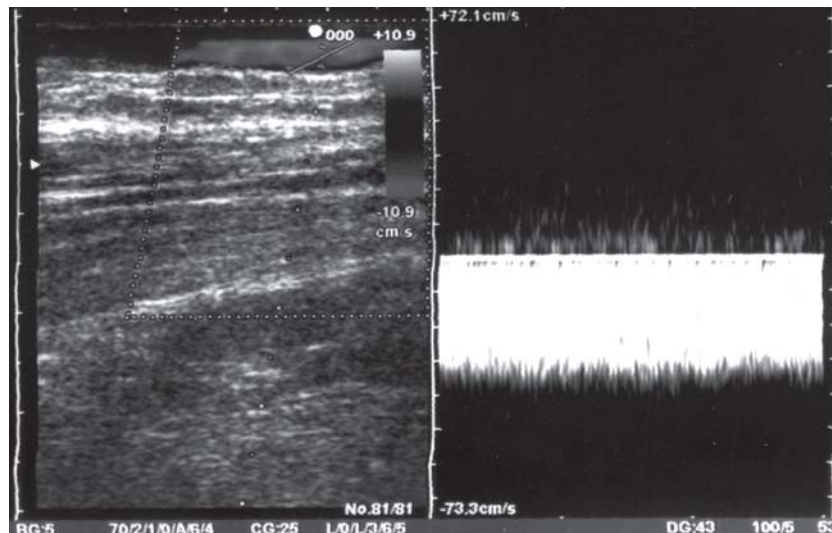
Duplex ultrasonography of the saphenous vein. A continuous and turbulent flow
